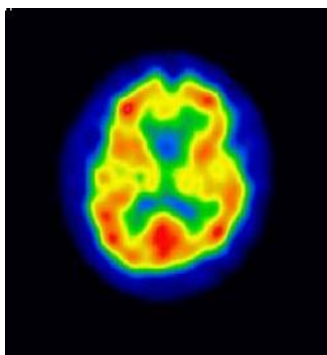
Brain SPECT (2018.03.15.).
